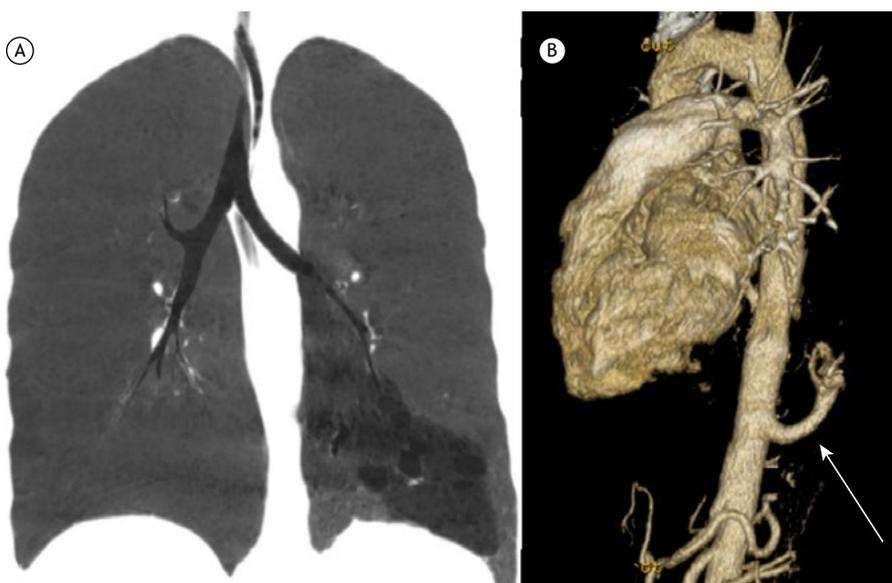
Em A, tomografia computadorizada com reconstrução coronal em MINIP, mostrando área hipodensa no terço inferior do pulmão esquerdo sem limites definidos. Em B, reconstrução tridimensional mostrando vaso anômalo nascendo diretamente da aorta descendente (seta).
